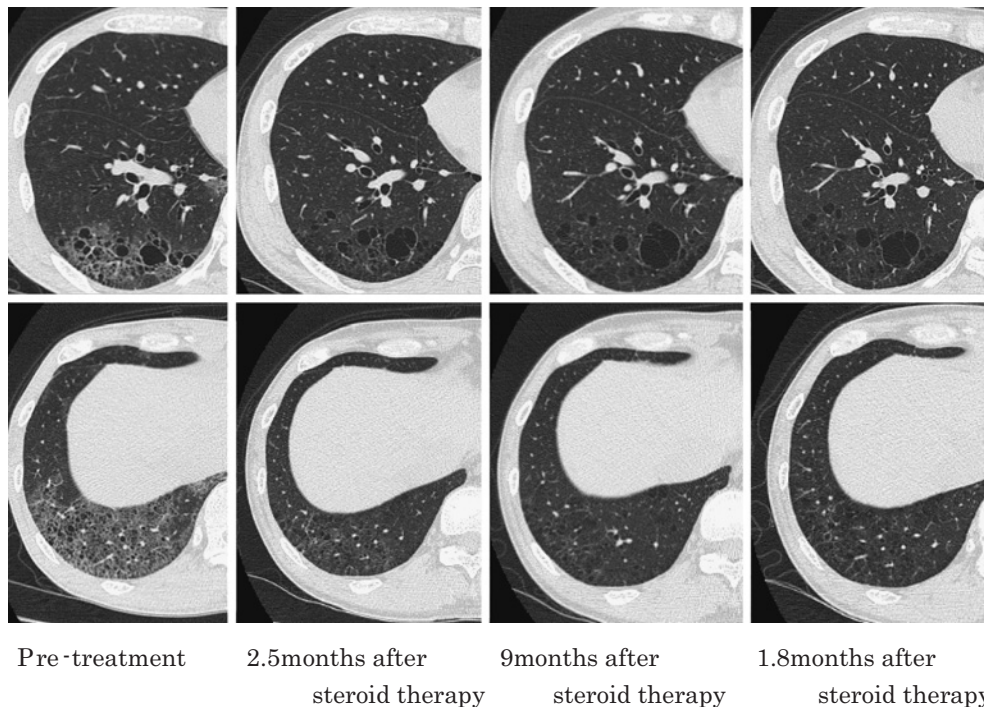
Chest CT findings after corticosteroid therapy. After corticosteroid therapy cystic changes remained, however the ground-glass opacifications disappeared.
